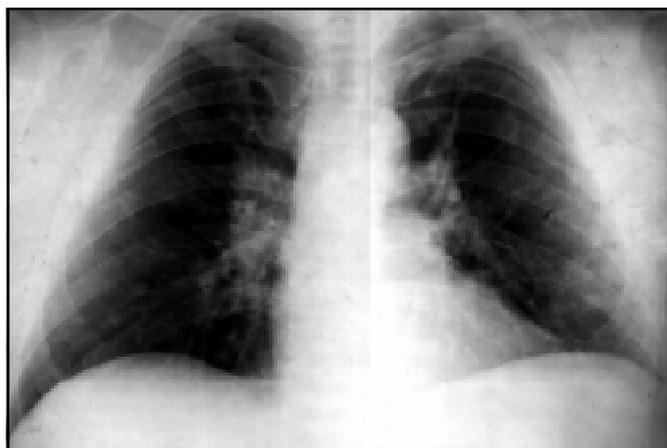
Рентгенограма хворого С. через 4 роки. Збільшення кількості та густини осередків у легенях та розмірів ЛВ
